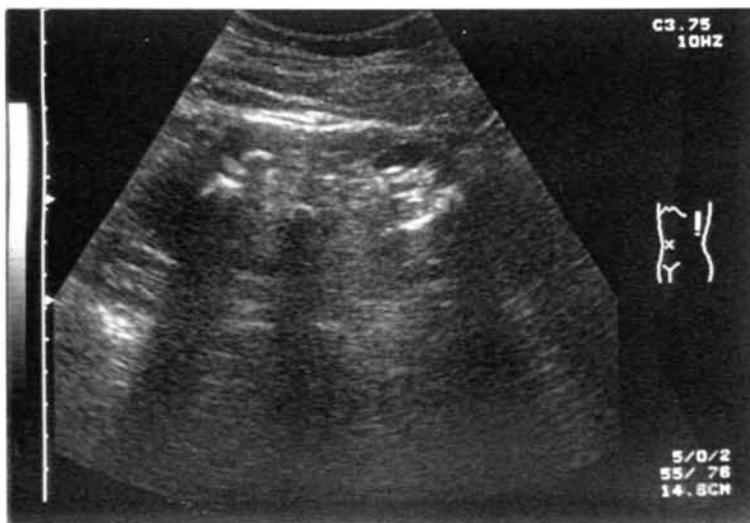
M-4.- Caso anterior: ecografía con patrón de ectasia ligera y litiasis coraliforme.
